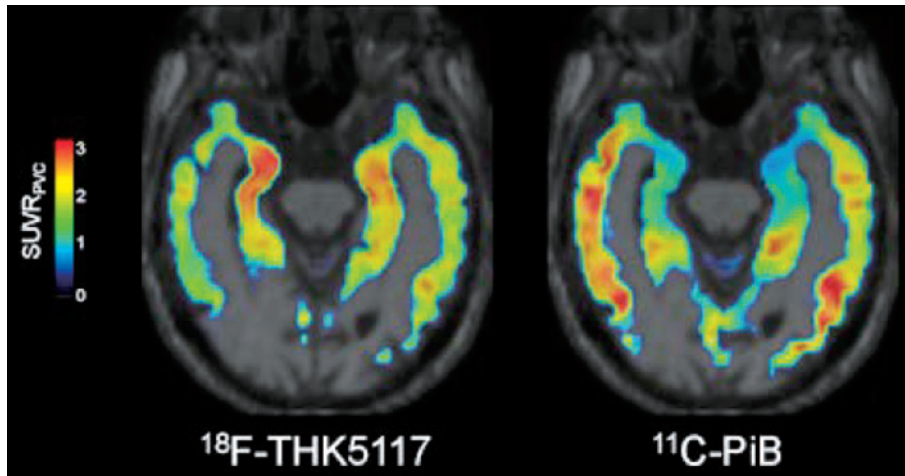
アルツハイマー病患者における ^{18}F THK-5117 および ^{11}C PiB PETの部分容積効果補正画像(いずれも同一5例AD患者の平均). 部分容積効果を補正することにより, 萎縮はするがタウの集積がみられる海馬において ^{18}F THK-5117 画像は強調されたが, ^{11}C PiB 画像は海馬においては強調されなかった(海馬にはアミロイドの集積が少ないため)(Harada et al., 2015より引用).
